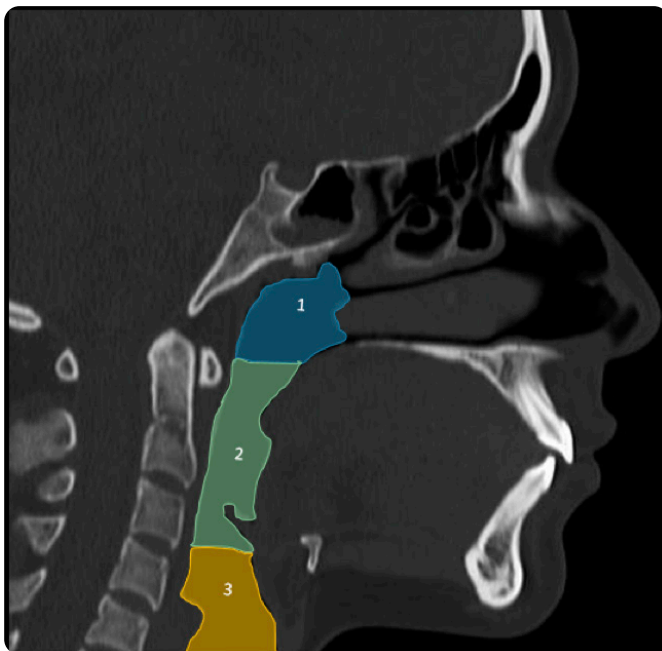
TC facial. Reconstrucción sagital que ilustra: 1) Nasofaringe (desde el basioesfenoides hasta el borde superior del paladar blando); 2) Orofaringe (desde el borde superior del paladar blando hasta el hueso hioides). 3) Hipofaringe (desde el hueso hioides hasta el cartilago cricoides).
